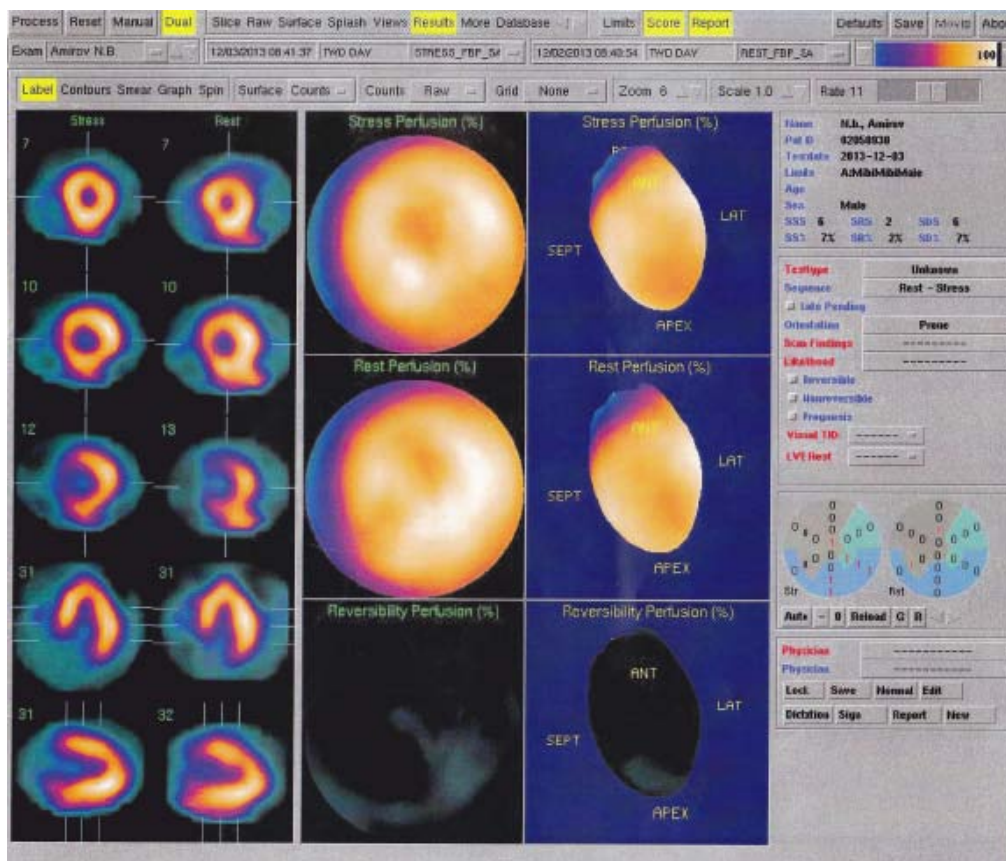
Перфузионная томосцинтиграфия миокарда пациента N. с нагрузочной пробой от 03.12.2013
